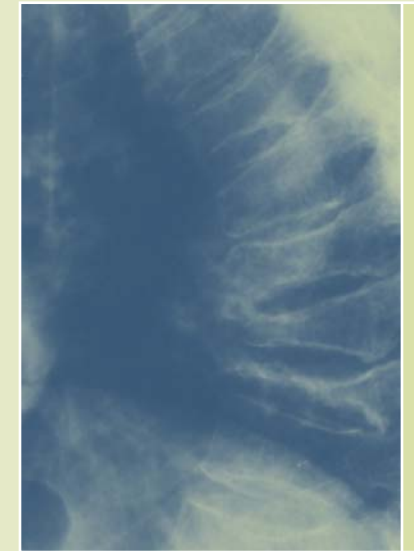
Röntgenbild mit Wirbelkörperbrüchen
